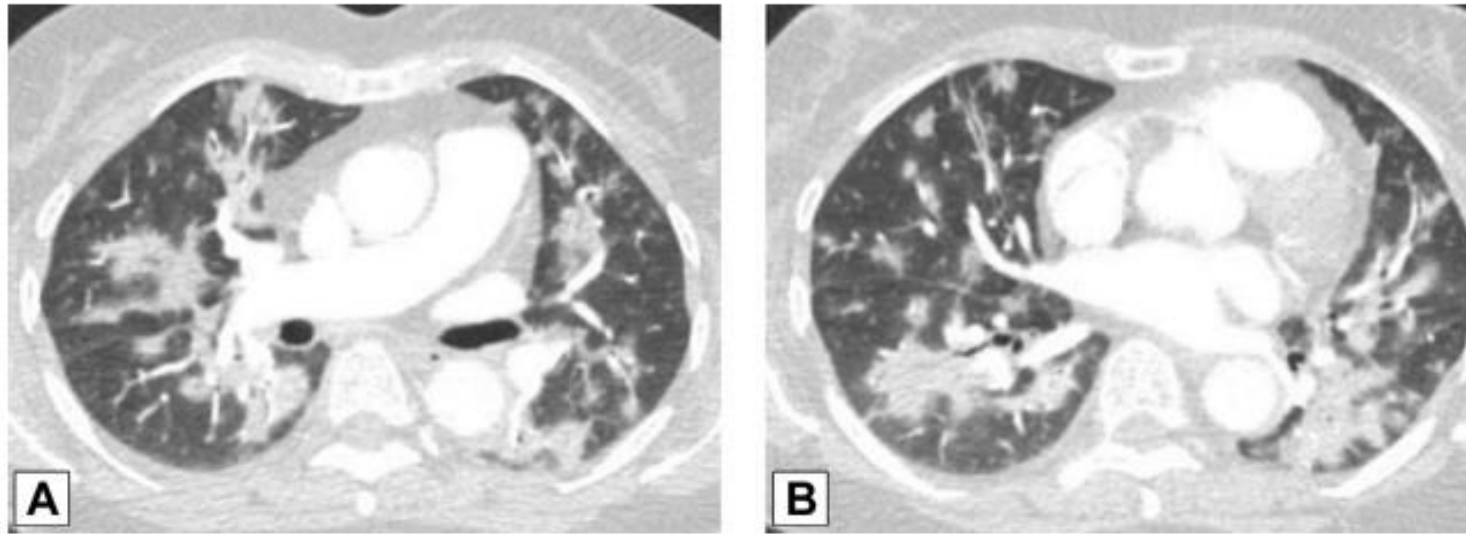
A, B, *Peribronchovascular consolidation. Axial contrast-enhanced CT scan images through the middle (A) and lower (B) lung zones show multifocal, bilateral foci of peribronchovascular consolidation in a patient with biopsy-proved organizing pneumonia.*
